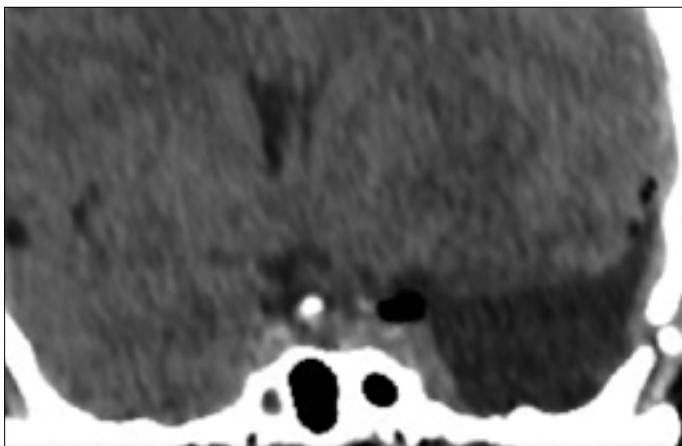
Case 2-Resection in coronal view, post operative CT scan.
